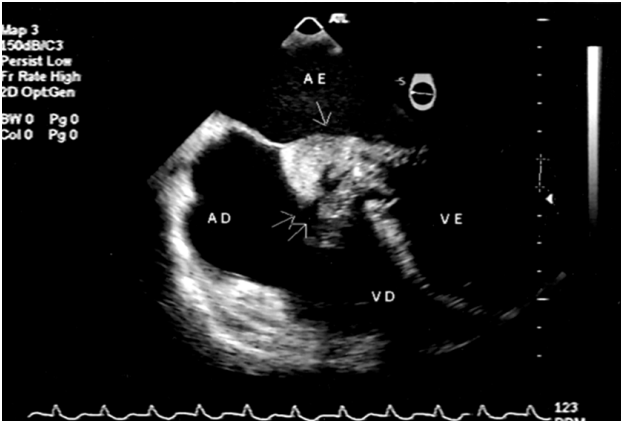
Imagem de abscesso em septo interatrial (seta) com extravasamento do seu conteúdo para o átrio direito (seta dupla), evidenciado em ecocardiograma transesofágico multiplanar. AE – átrio esquerdo; VE – ventrículo esquerdo; AD – átrio direito; VD – ventrículo direito.
